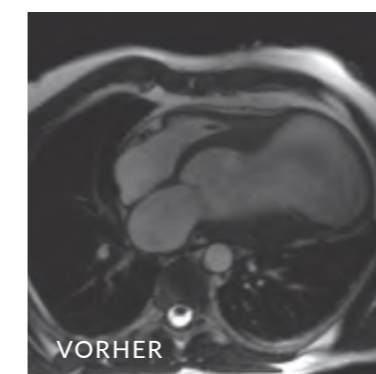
Cardio-MRT-Aufnahmen vor und 6 Monate nach der LIVE-Therapie zeigen eine deutliche Volumenreduktion und eine Wiederherstellung der Herzform (mod. nach Klein et al.⁵).
